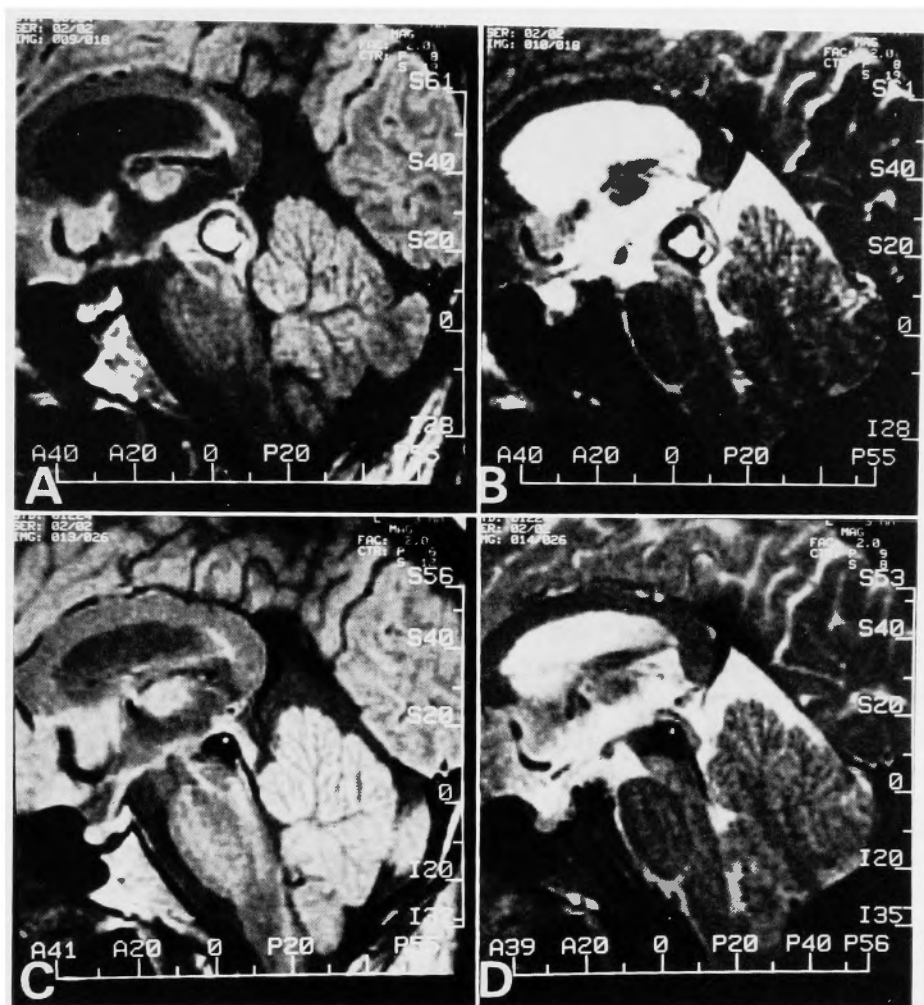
(A & B) MRI on day 26, showing midbrain hematoma and displacement and flattening of the quadrigeminal plate. (C & D) MRI 2 months after the onset, showing resolving hematoma and restoration of configuration of the quadrigeminal plate. (A) SE, TR 2000, TE 0, ECHO 1 of 2, (B) SE, TR 2000, TE 0, ECHO 2 of 2, (C) SE, TR 2000, TE 0, ECHO 1 of 2, (D) SE, TR 2000, TE 0, ECHO 2 of 2.
